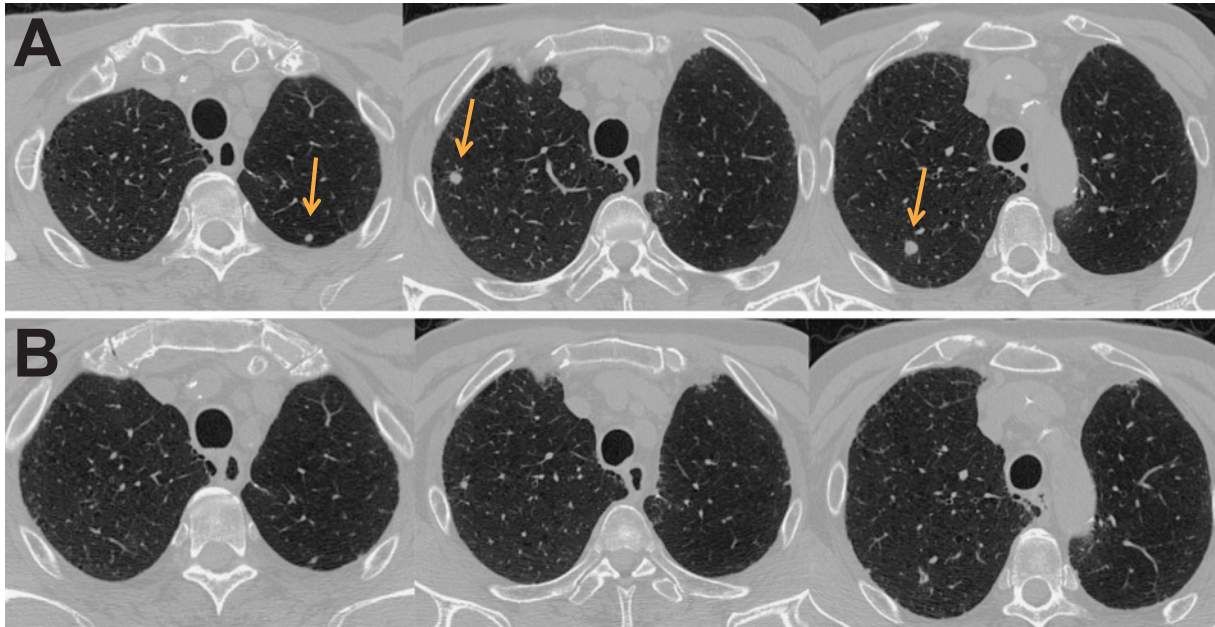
(A) Chest CT showed multiple nodular lesions before pemetrexed treatment. (B) Multiple nodular lesions were reduced after 22 cycles of pemetrexed treatment.
